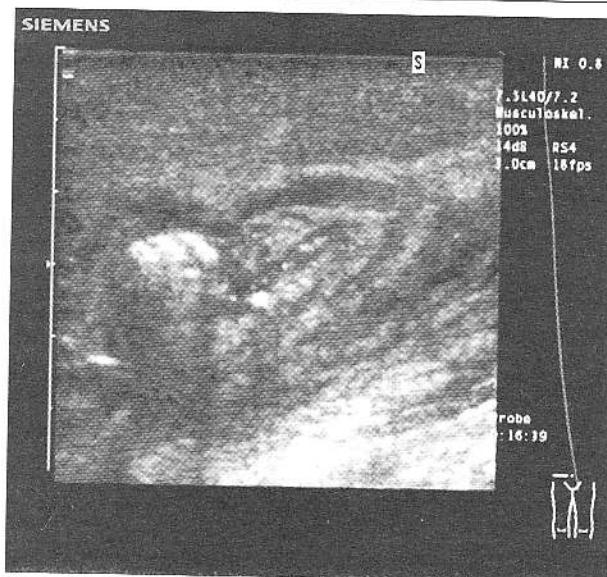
Imagine ecografică a fesei stângi obținută la internare. Se constată existența unei colecții delimitate, având ecostructură neomogenă.
